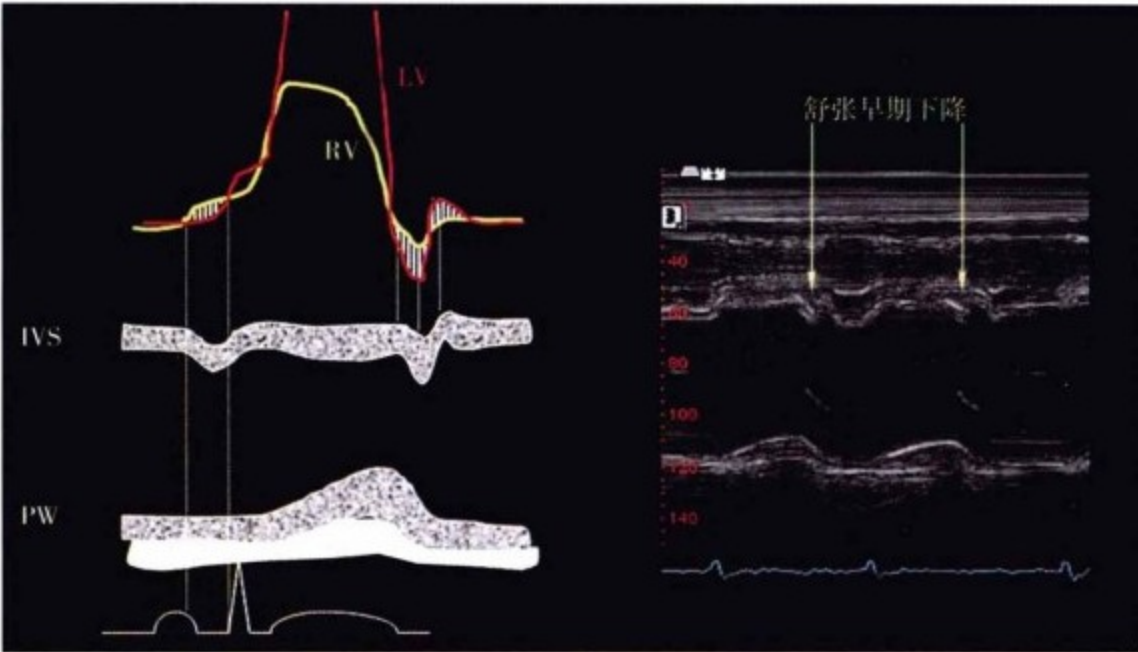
舒张早期左室压力下降大于右室压力下降,许多缩窄性心包炎病例出现明显的室间隔下降。M型超声的其他征象是不常见和主观的。PW,后壁。
